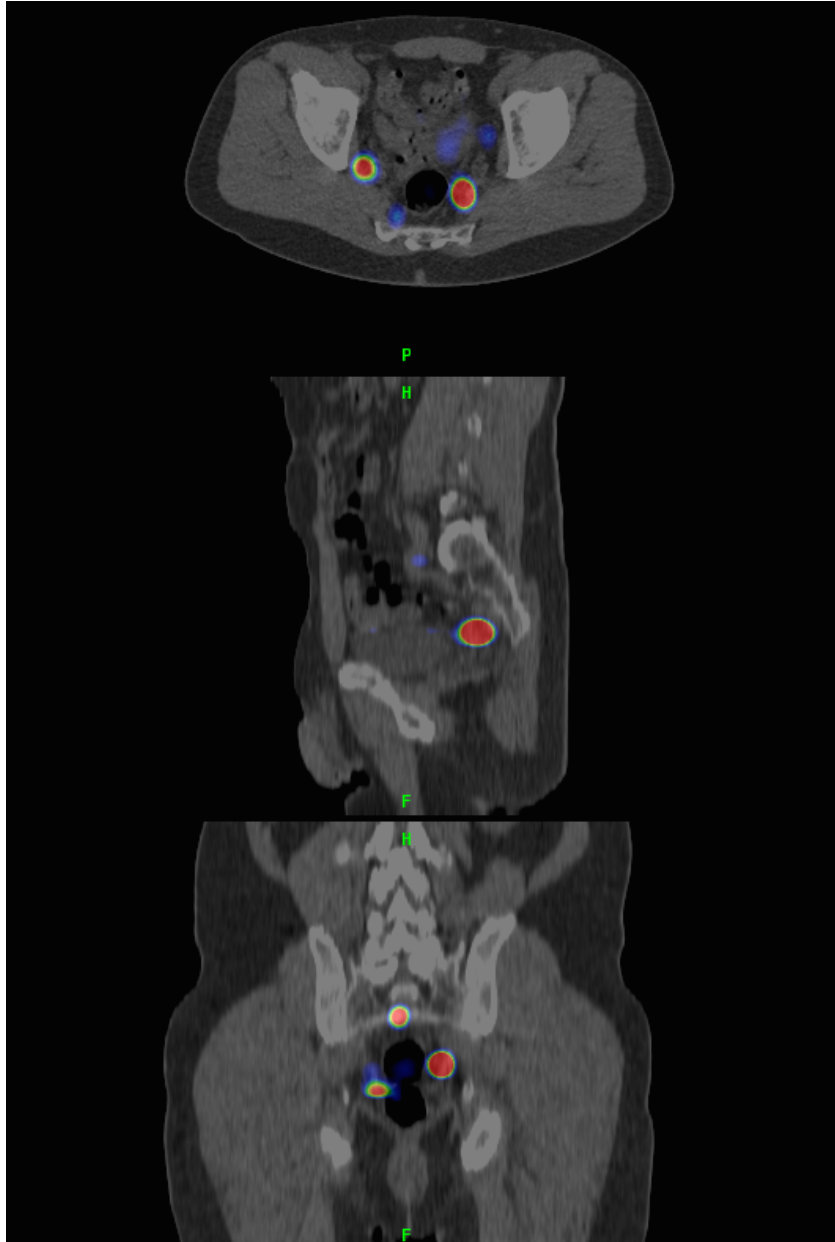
Kombinierte SPECT/CT-Bilddaten ca. 1,5 h nach Tracerapplikation. Oben - Transversalschnitt, Mitte - Sagittalschnitt, unten - Koronarschnitt (Quelle: Klinik für Nuklearmedizin, Universitätsklinikum Schleswig-Holstein, Campus Kiel)
